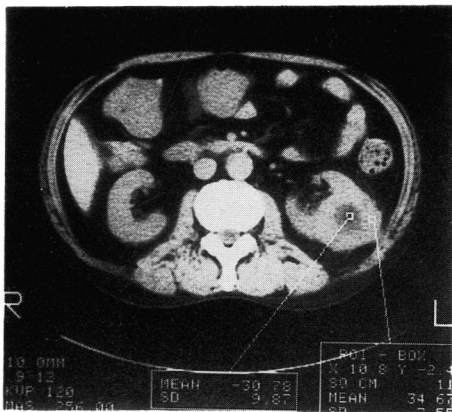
Non-contrast CT of focal XGP. Note the low-attenuating areas measured in the negative Hounsfield units range (-30.78 HU).
